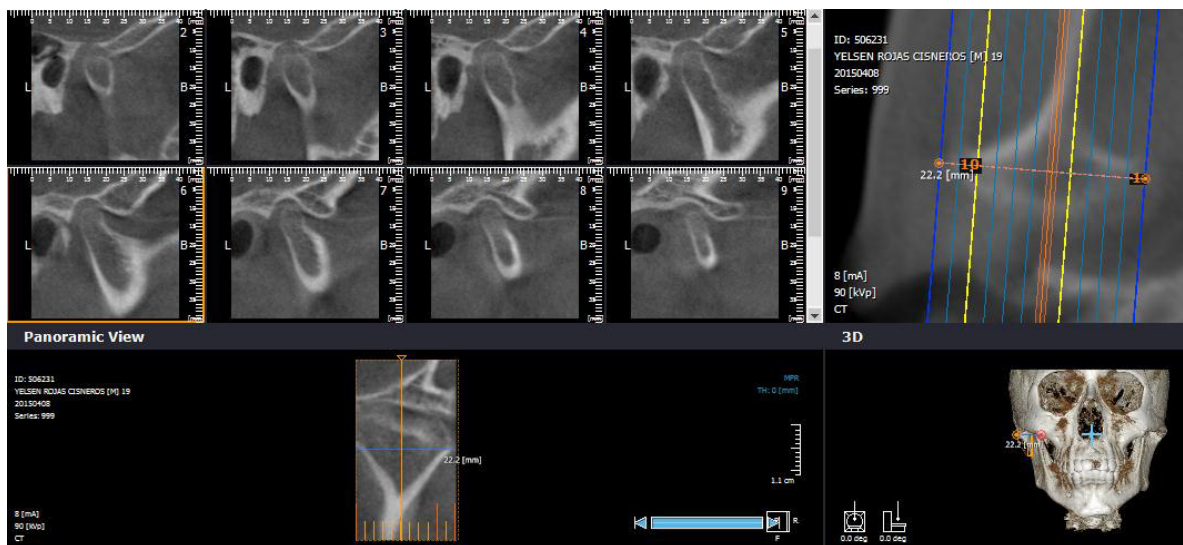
Imagenología. Cortes Parasagittales de la ATM lado derecha; obtenida de la reconstrucción tomográfica Cone Beam.
